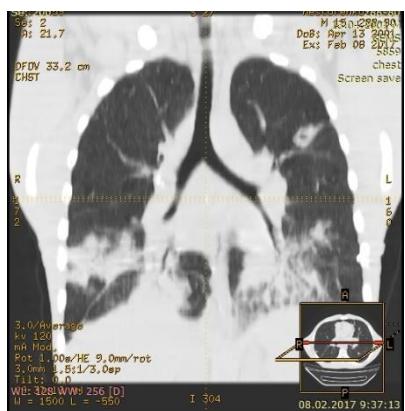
Начальные легочные изменения на сериях томограмм с послойной сагиттальной реконструкцией КТ срезов.
